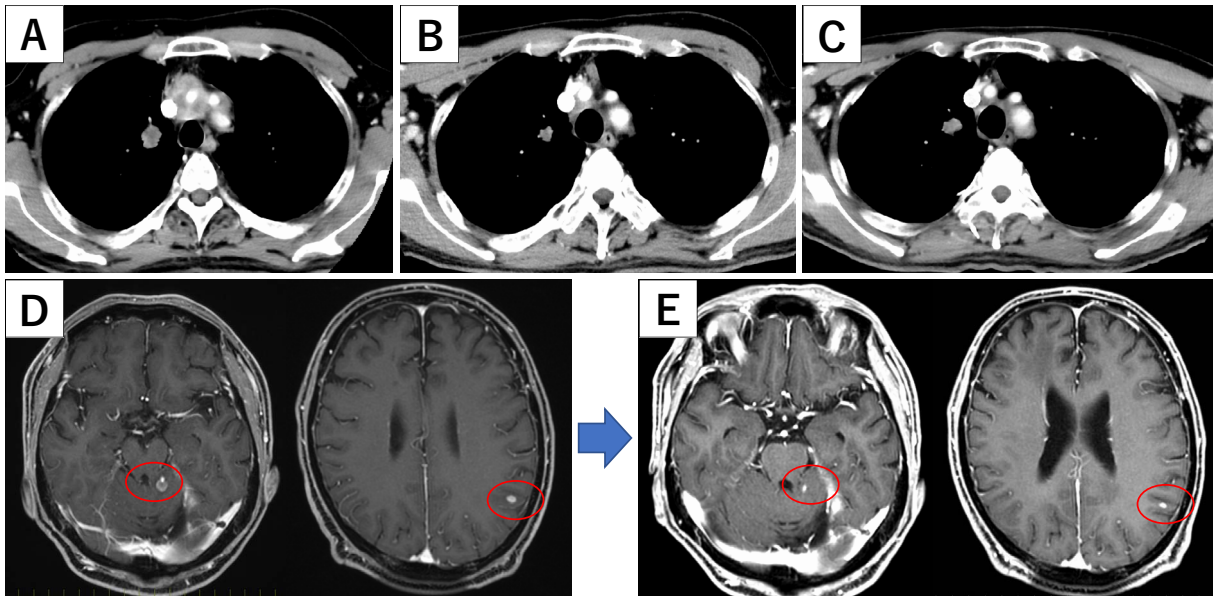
Chest CT images obtained at base line (A), after 8 cycles of nivolumab (B), and after 18 cycles of nivolumab (C), showing remarkable reduction of the tumor. Head MRI at base line (D) and after 8 cycles of nivolumab (E), showing the shrinkage of 2 tumor lesions.
